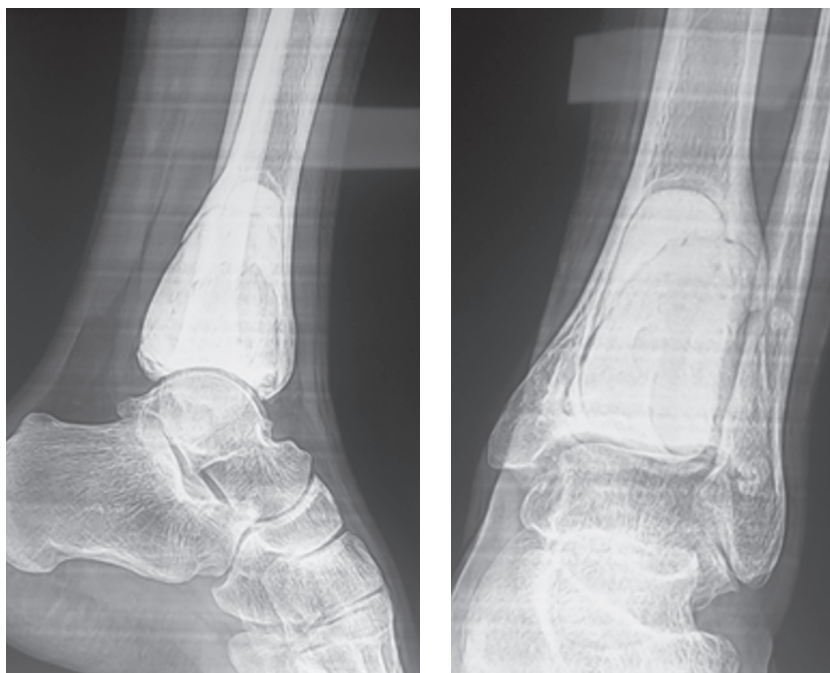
Рентгенограмма пациента А.И., через 30 месяцев после экскохлеации с заполнением полости костным цементом.
